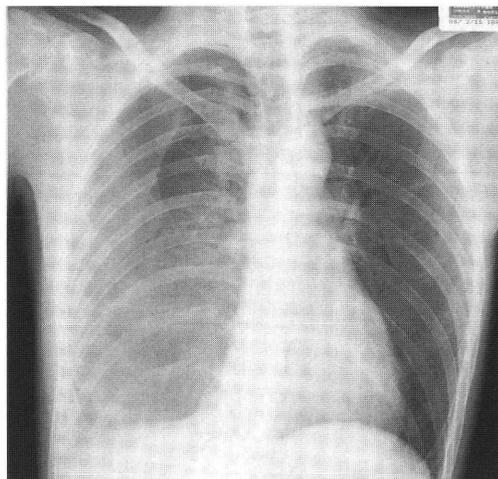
入院2日目X線写真 (症例2): 右肺野全体の透過性が低下している。
